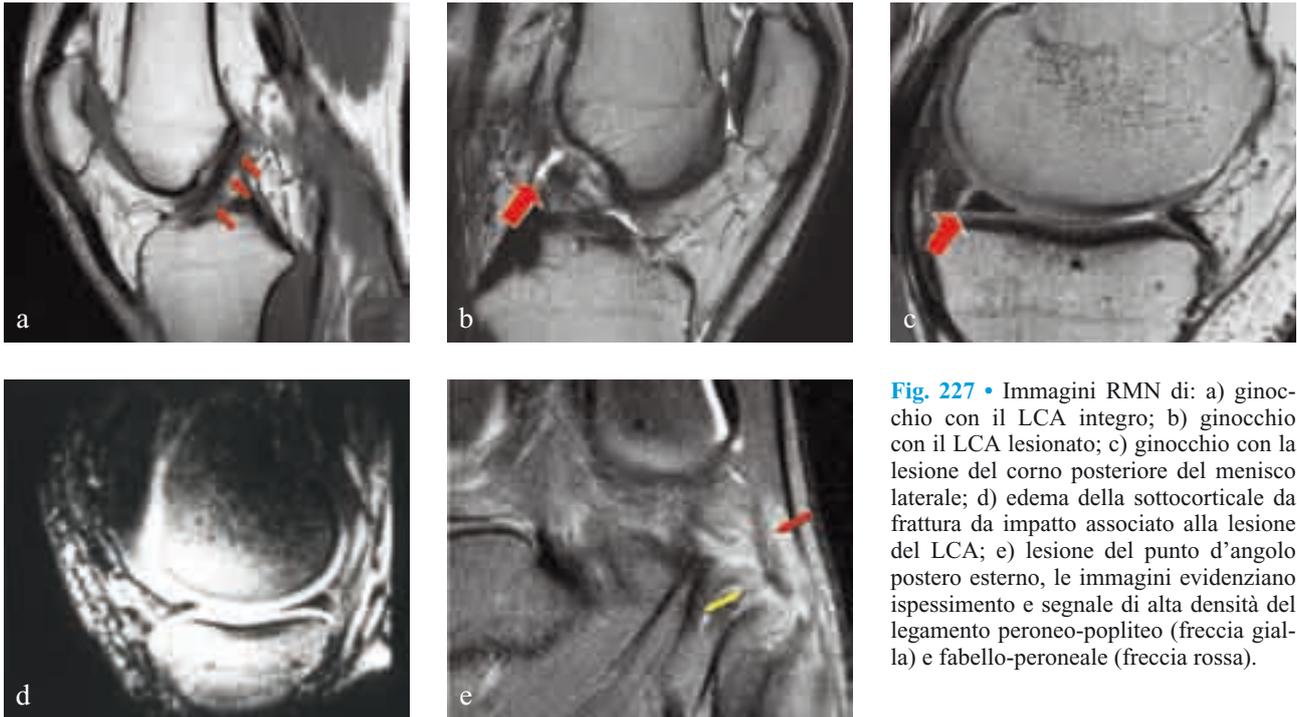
• Immagini RMN di: a) ginocchio con il LCA integro; b) ginocchio con il LCA lesionato; c) ginocchio con la lesione del corno posteriore del menisco laterale; d) edema della sottocorticale da frattura da impatto associato alla lesione del LCA; e) lesione del punto d'angolo postero esterno, le immagini evidenziano ispessimento e segnale di alta densità del legamento peroneo-popliteo (freccia gialla) e fabello-peroneale (freccia rossa).
